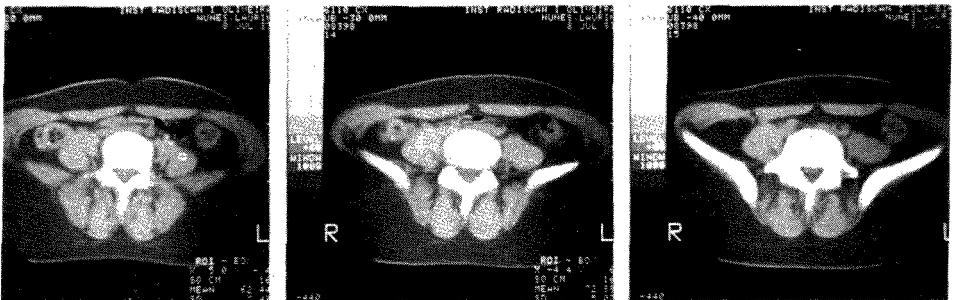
Tomografia axial computadorizada mostrando desaparecimento dos abscessos paravertebrais.
